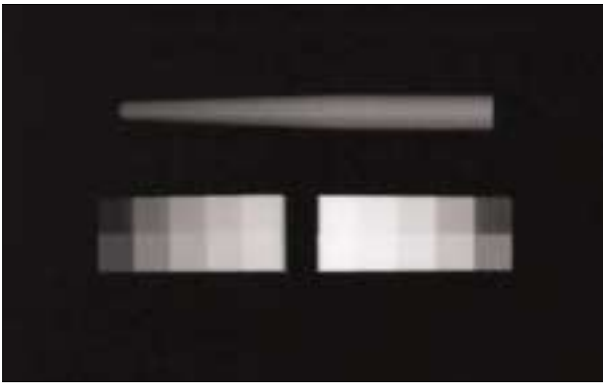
Radiographic image of post with aluminum step-wedge.
